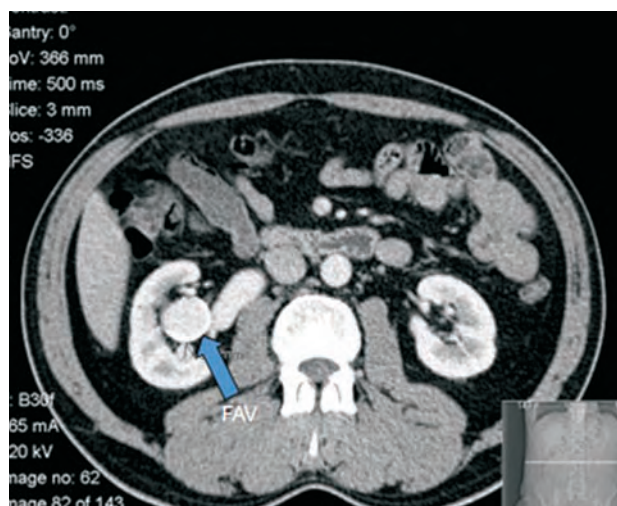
Angio-TC inicial.
